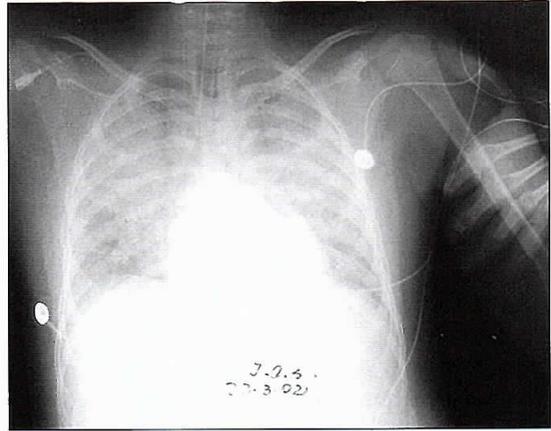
Radiografía de tórax de control 24 h postingreso (ver texto).
